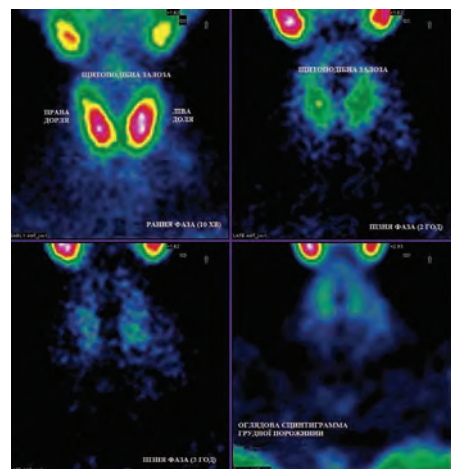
Сцинтиграми пацієнтки Є., 35 років, із фізіологічним розподілом ^{99m}Tc -MIBI: візуалізується фіксація препарату в підщелепних слинних залозах, ЩЗ і міокарді.
